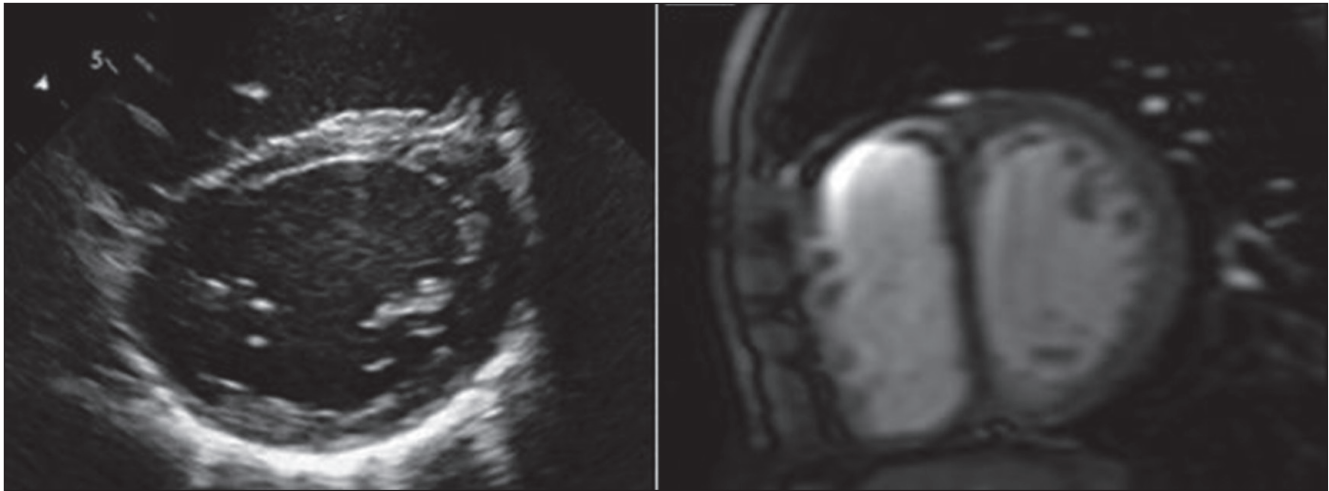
Imagen de ecocardiograma en eje corto a nivel de los ventrículos a la izquierda y resonancia en la misma vista realizada a los 9 años de edad, donde aprecia la morfología ventricular izquierda un año después de la corrección anatómica.
